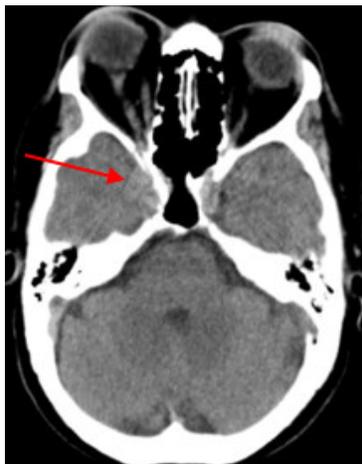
Tomografía axial computarizada de cráneo. Corte axial. Obsérvese el seno cavernoso derecho, abombado.
